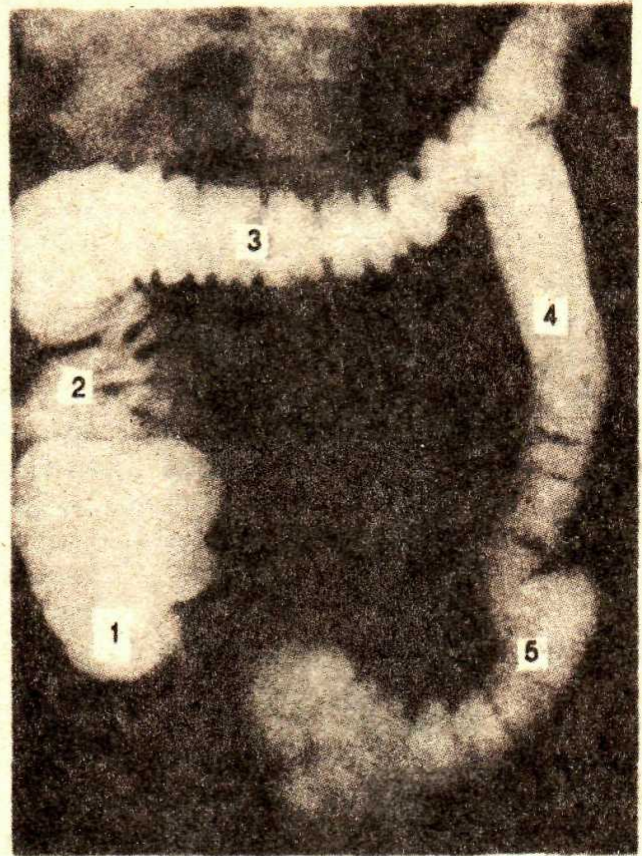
Radiografia intestinului gros umplut cu masă contrastantă.
